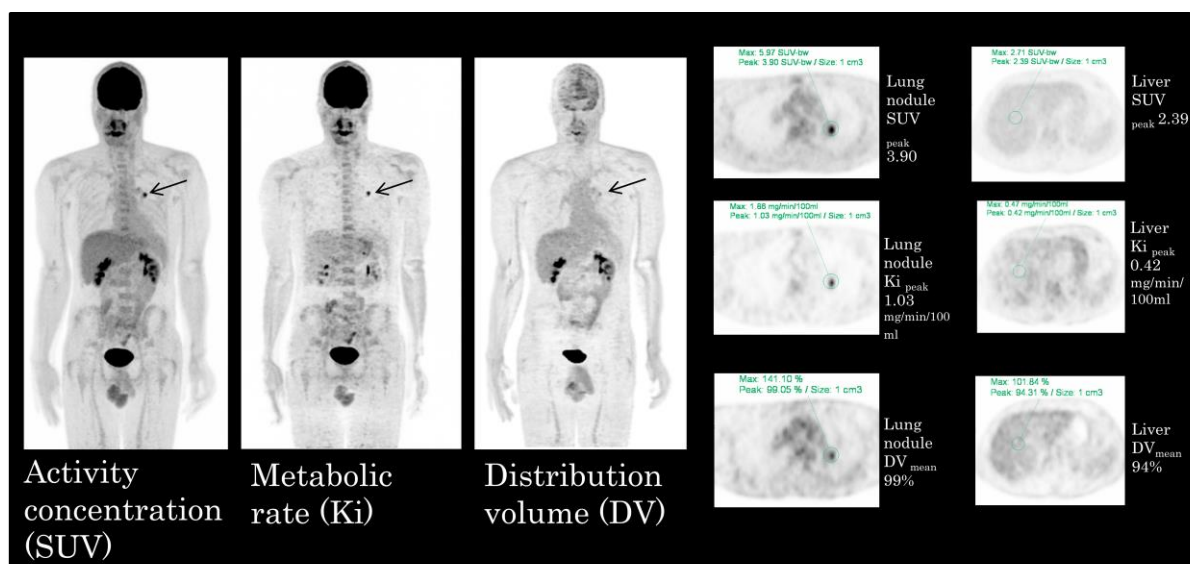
悪性肺結節および正常肝における SUV, Ki および DV の評価
